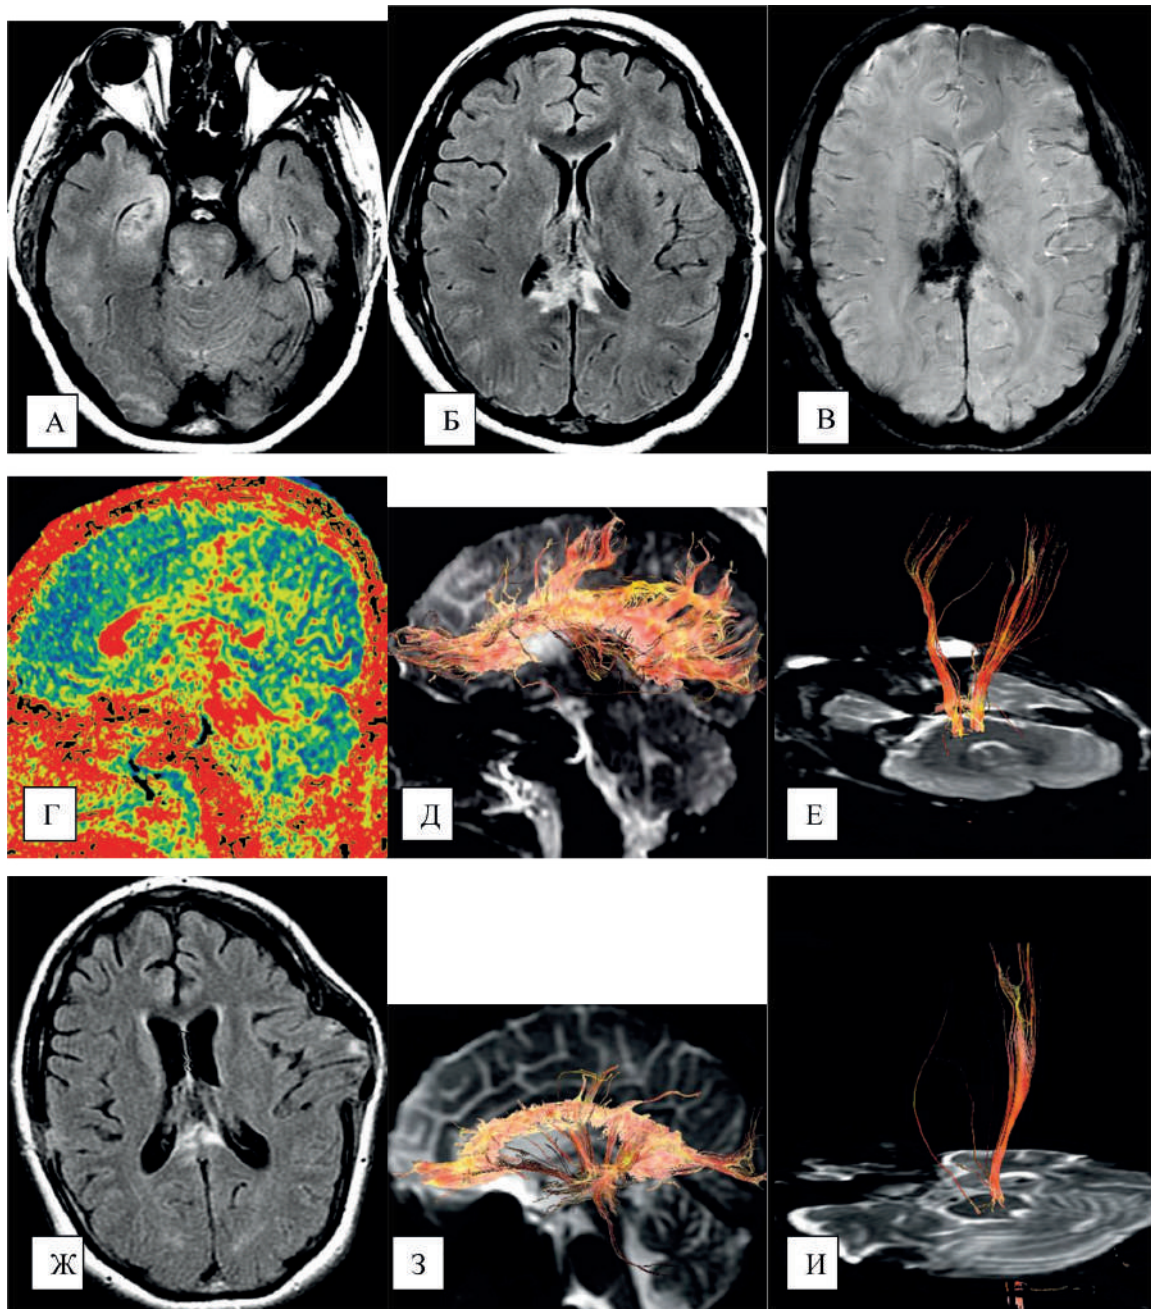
МРТ исследование пострадавшей 22 лет с диффузным аксональным повреждением и неблагоприятным исходом (тяжелая инвалидизация, правосторонняя гемиплегия, афазия). При первом исследовании (4-е сутки после травмы) определялись двусторонние очаги повреждения в области перехода мост – средний мозг, геморрагические очаги в задней половине мозолистого тела, в области форникса, постоперационные изменения в заднелобной области, режим T2-FLAIR (А, Б), SWAN (В); снижение анизотропии в задних 2/3 мозолистого тела: карта ФА (Г). При трактографии определялось частичное укорочение и отсутствие части волокон мозолистого тела (Д); выраженной асимметрии кортикоспинального тракта не было выявлено (Е). При втором исследовании (33-и сутки после травмы) – умеренно выраженные атрофические изменения мозга (T2-FLAIR – Ж), отмечалось формирование менингоэнцефалоцеле в области операции, сохранялись гетерогенные изменения МР-сигнала от мозолистого тела. При трактографии определялось диффузное укорочение и отсутствие большинства восходящих волокон мозолистого тела («облысение») (З); истончение левого кортикоспинального тракта (И)
